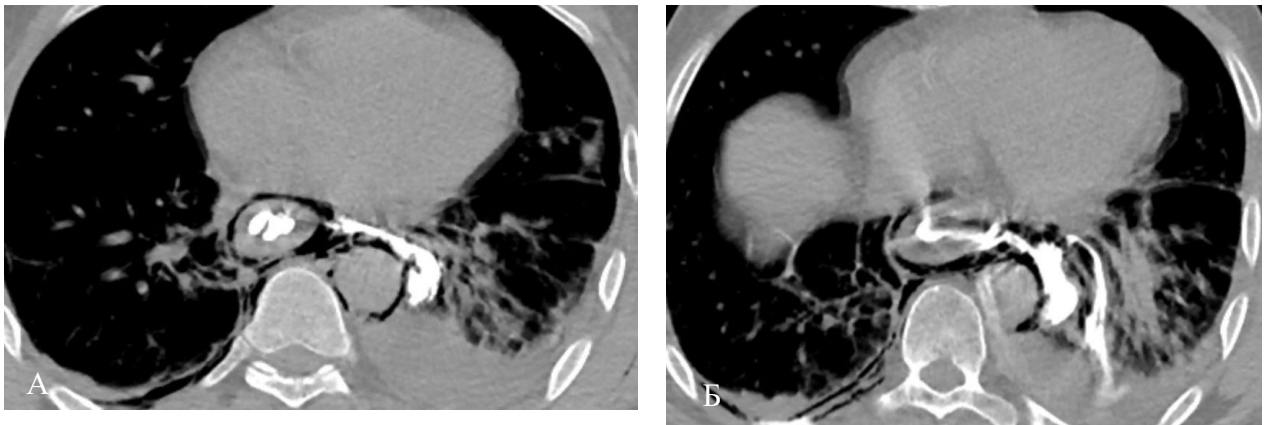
СКТ органов груди (аксиальные срезы) у пациентов с СРП. Затек водорастворимого контраста: А –затек ограничен средостением; Б – затек контраста в левую плевральную полость
